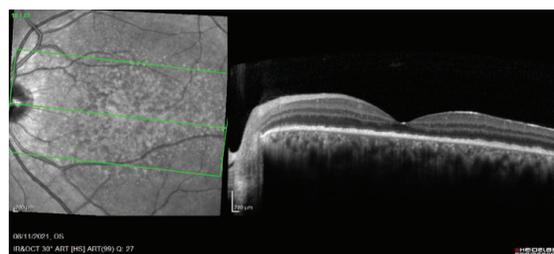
Tomografía ojo izquierdo.
